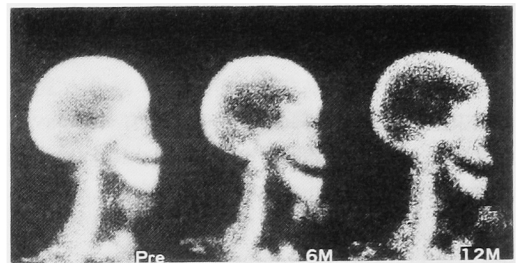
Effect of 1.25 (OH)₂D₃ pulse therapy on bone scintigram in 2° HPT patients (effective cases)
